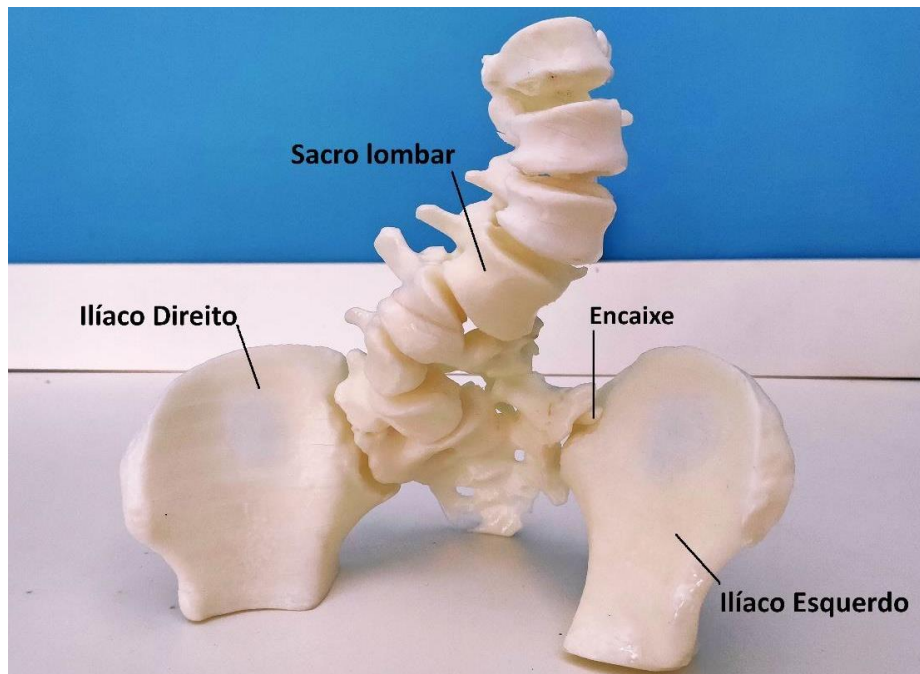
Resultado da fabricação do modelo anatómico por MA a partir de dados de TC.
